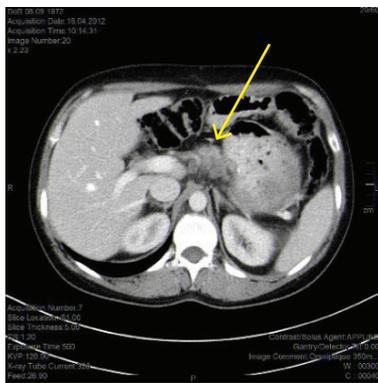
Результаты КТ пациентки К. после 8 курсов ХТ. Стрелкой указан конгломерат увеличенных ЛУ — метастатический опухолевый очаг
